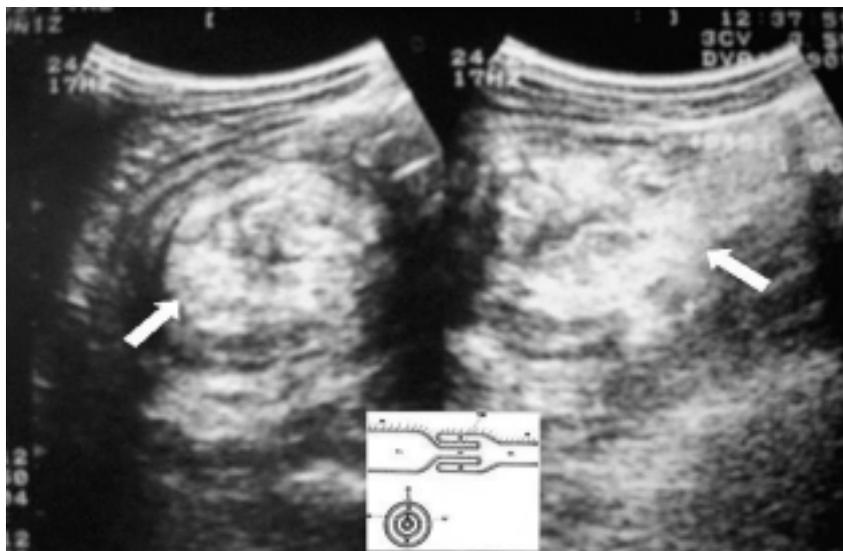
Ecografía abdominal mostrando imagen de "seudoriñón" por la infiltración transmural de la pared colónica por el linfoma.
